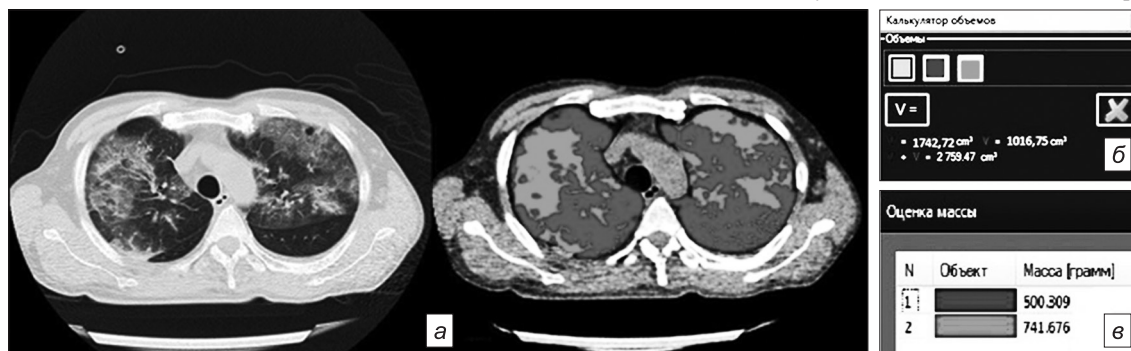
КТ-изображение до и после сегментации
